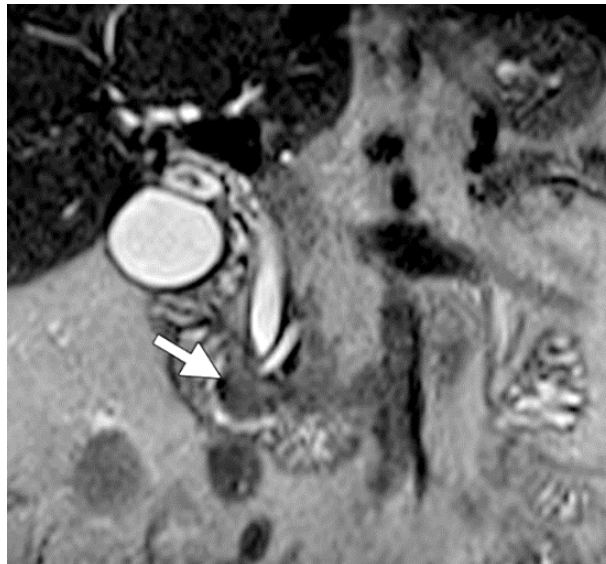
Ampullome Votérien. L'image IRM coronale T2 montre une masse lobulée dans la région ampullaire faisant saillie dans la lumière duodénale (flèche), avec une légère dilatation de la VBP et du CPP (229).
